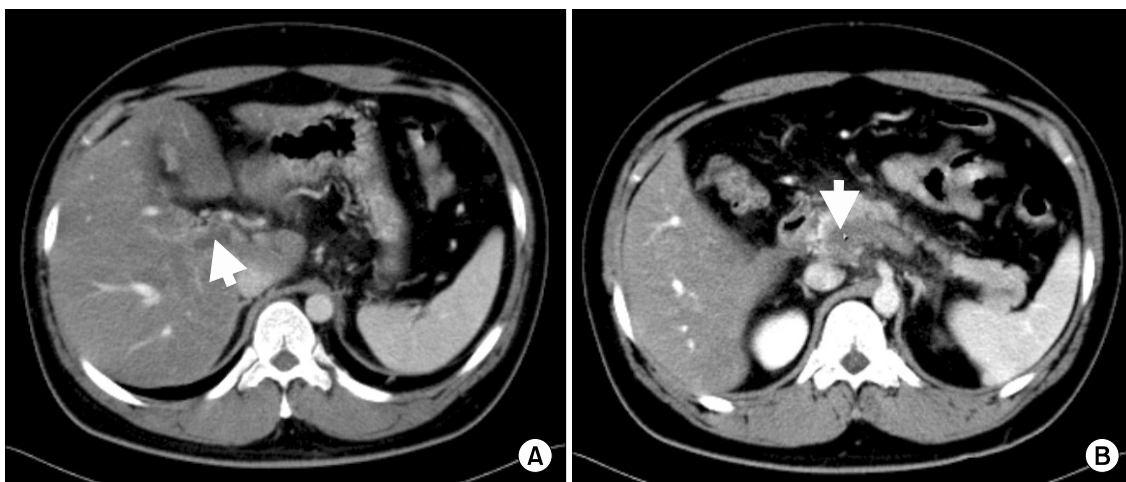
Extensive portal vein thrombosis found on abdominal CT scan. (A) Entire right intrahepatic portal vein is occluded by thrombosis. (B) Total occlusion of main portal vein is observed.
